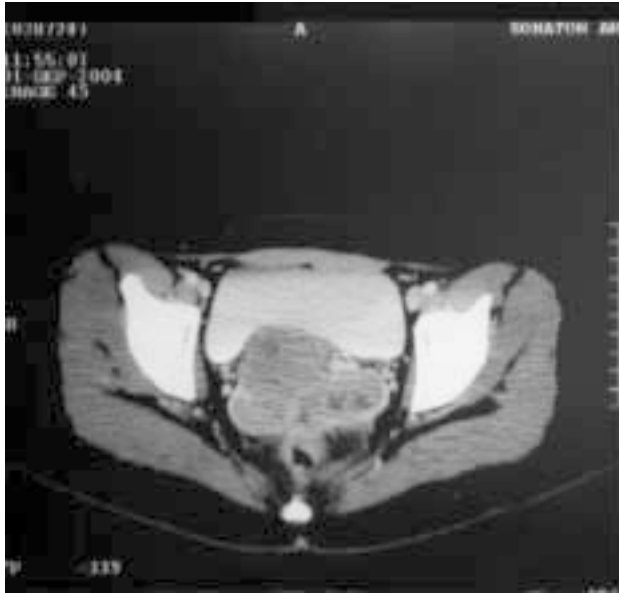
TAC de abdomen inferior que muestra neoformación mixta de vagina con carga tumoral del lado derecho que desplaza las estructuras vecinas sin invadirlas.
